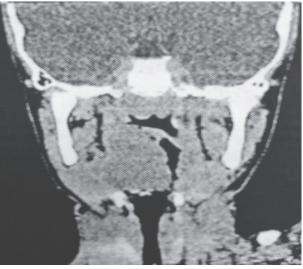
КТ в прямой проекции.
